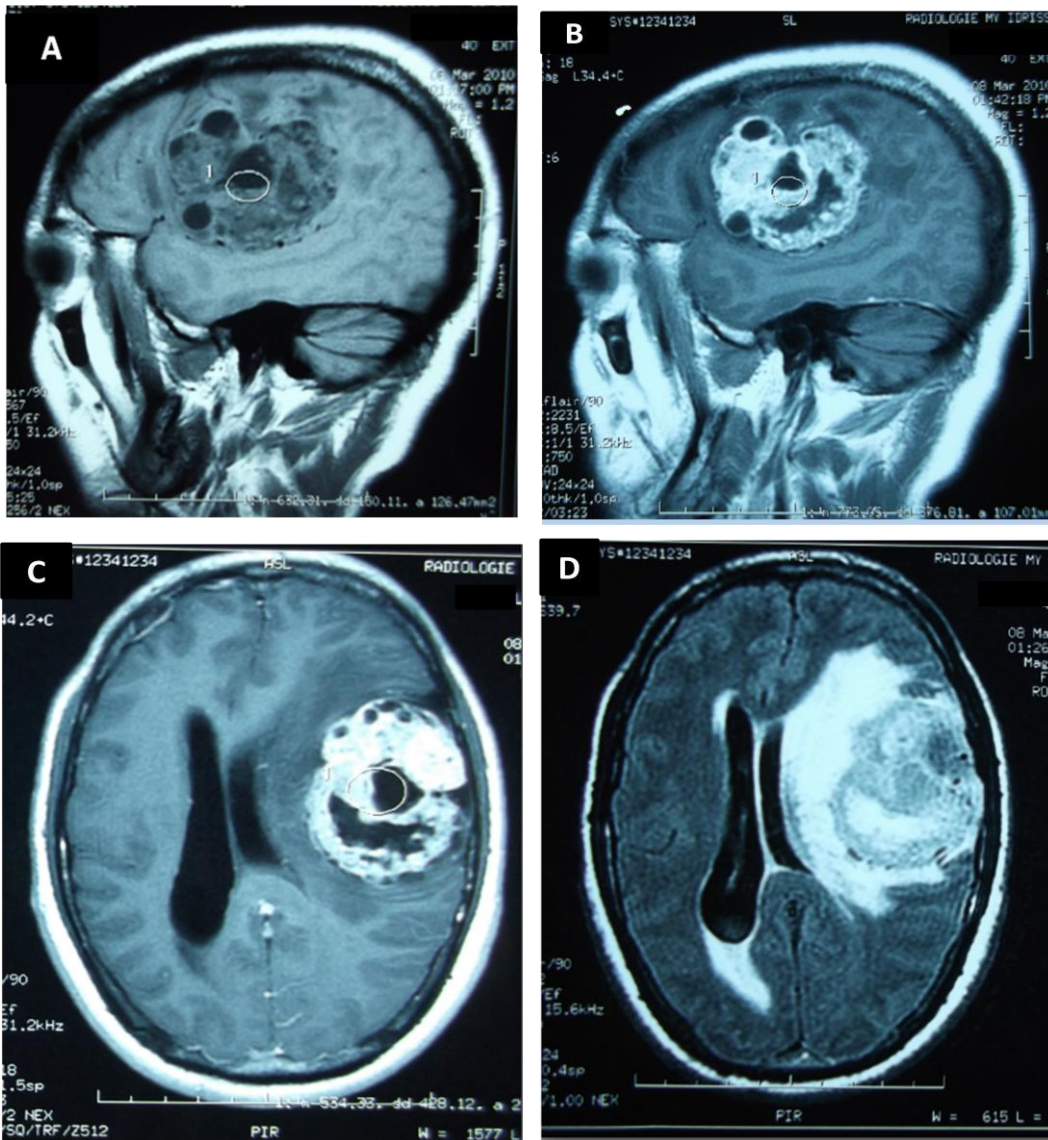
IRM cérébrale en coupes sagittales avant (A) et après injection de Gadolinium (B), et en coupes axiales T1 avec Gadolinium (C) et FLAIR (D) montrant un processus tumoral fronto-temporal gauche, hétérogène, entouré d'un œdème périlésionnel et exerçant un effet de masse sur les structures médianes.
